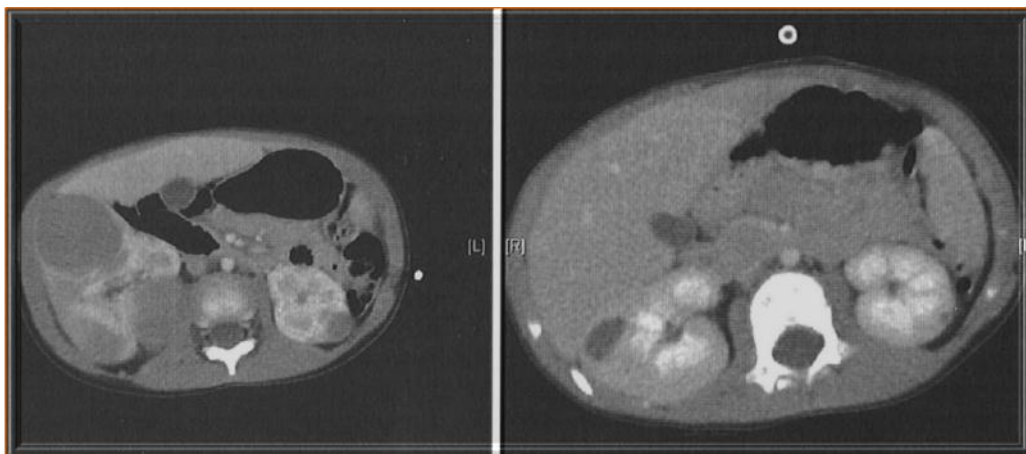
Dos TAC de tumor de Wilms bilateral comparativas después de 6 semanas de quimioterapia. (tomado de Pediatric Surgery, Arnold G. Coran, seventh Edition, Elseviers Saunders).
